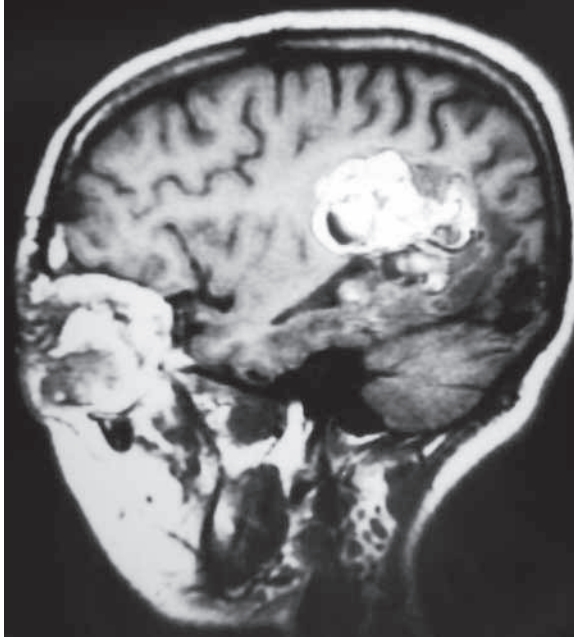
Ressonância nuclear magnética, corte sagital, imagem ponderada em T1 com contraste, mostrando lesão expansiva heterogênea, hiperintensa, em região periventricular direita e malformações vasculares em órbita.
